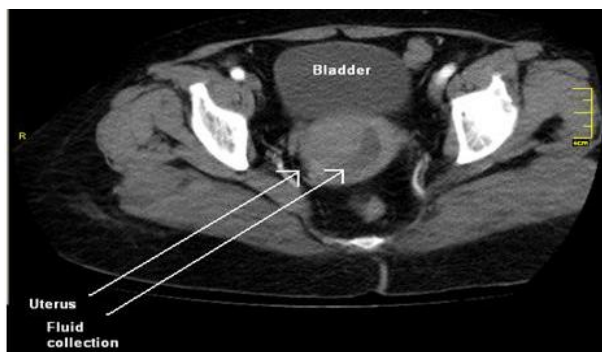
The computed tomography appearance of fluid within the uterine cavity.
